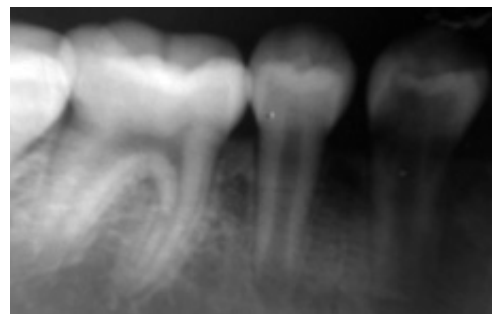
Radiografía inicial del órgano dental 34, área radiolúcida hacia mesial en forma de jota, con falta de Integridad a nivel cervical, y ápice inmaduro.
